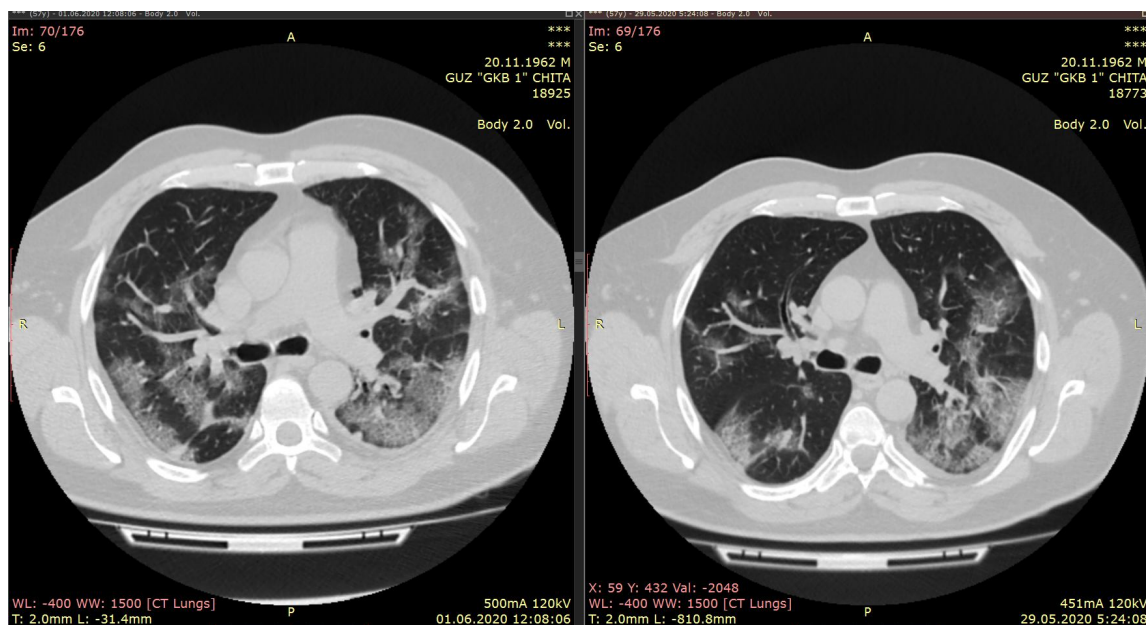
Данные КТ ОГК от 01.06.2020 (слева) в сравнении с данными от 29.05.2020 (справа)
